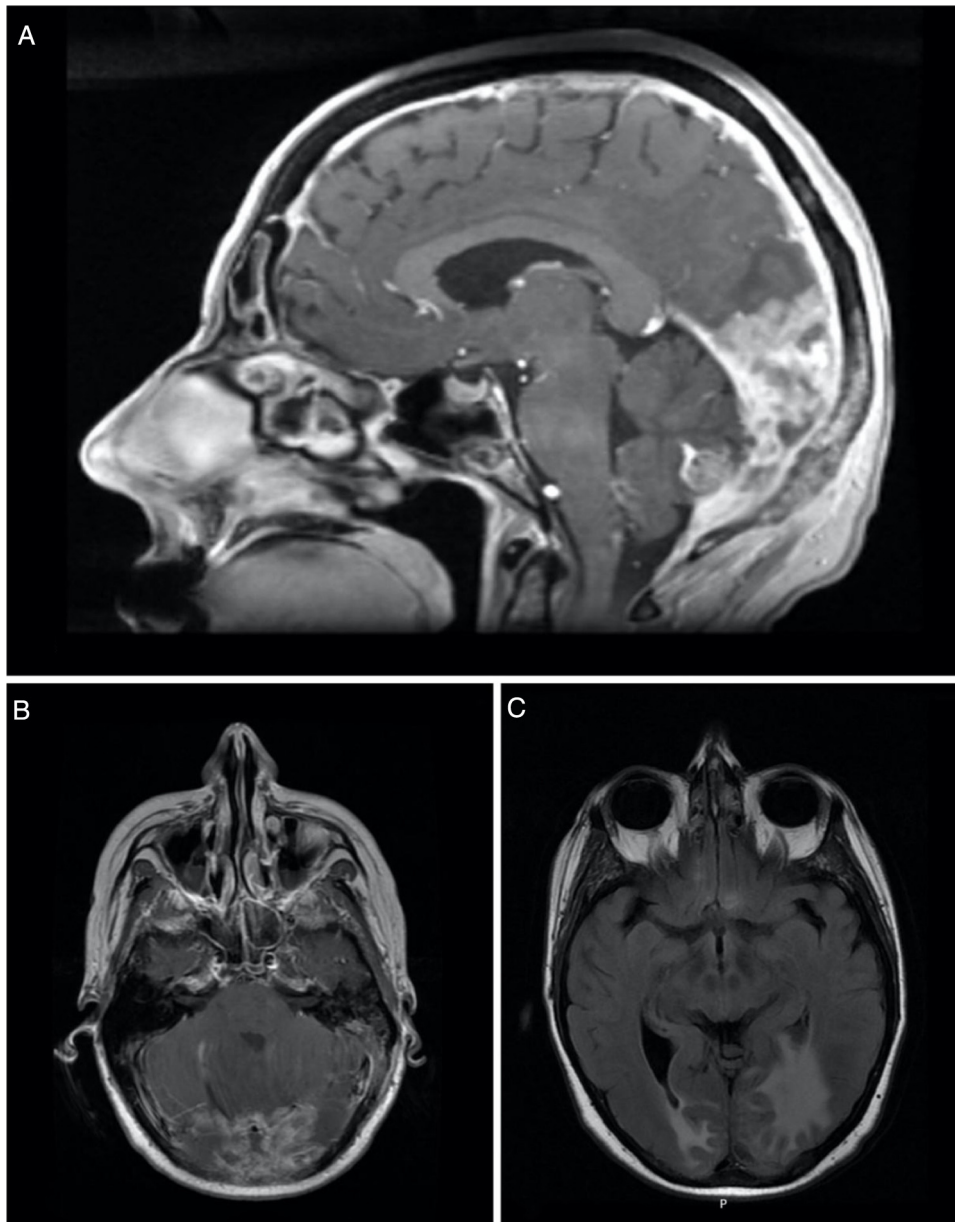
Imagem sagital (A) e axial (B) de ressonância magnética (RM) ponderada em T1 realçada por contraste mostra espessamento e realce da dura-máter, sugestivos de carcinomatose paquimeníngea (seta). Imagem axial (C) de RM ponderada em T2-FLAIR mostra edema vasogênico no lobo occipital direito e região occipital-temporal esquerda.
